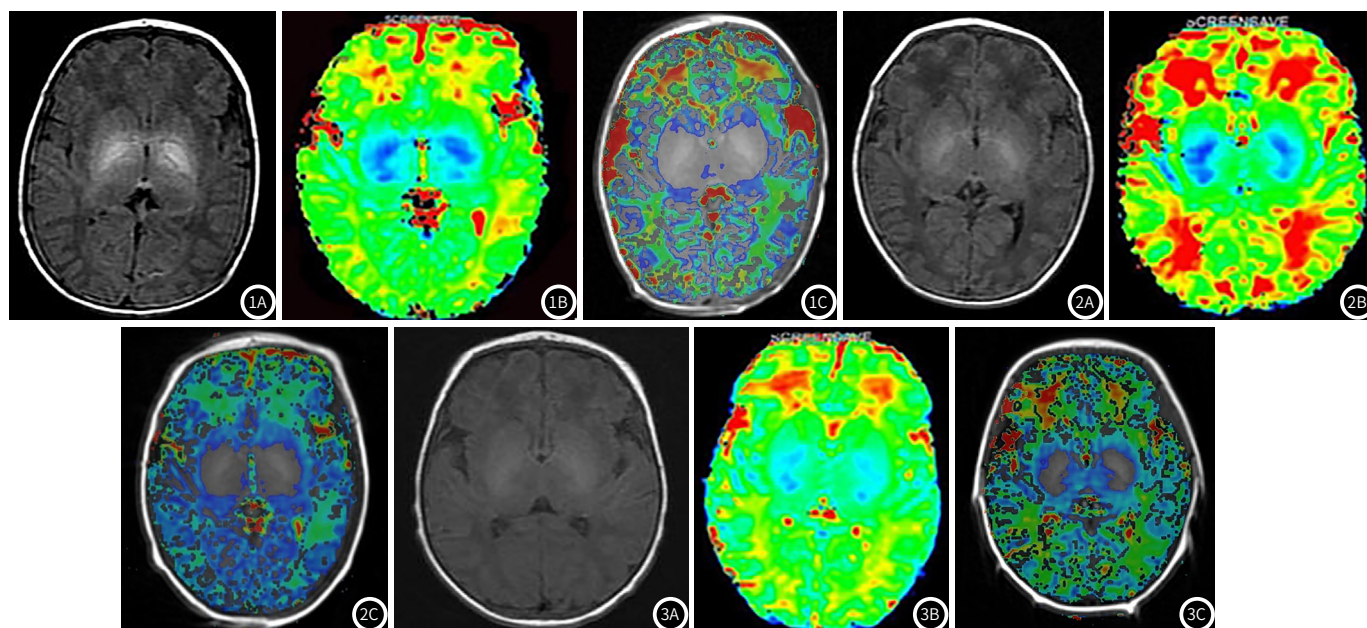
~3 依次为脑病组、高胆组及对照组新生儿的典型MRI图像, 图1A、2A及3A分别是新生儿的T₁WI、T₁ mapping伪彩图及T₁ mapping与T₁WI的融合图。图1: 胆红素脑病患儿, 女, 胎龄38周, 生后第3天出现皮肤黄染, MRI检查日龄第5天, TBil峰值571 μmol/L(检测日龄第4天)。T₁WI像双侧苍白球呈对称性高信号; T₁ mapping伪彩图可见双侧苍白球深度蓝染; 在融合图中3次勾画苍白球, 其T₁均值为842.581ms。图2: 高胆红素血症患儿, 男, 胎龄40周+4天, MRI检查日龄第7天, TBil峰值327.6 μmol/L(检测日龄第6天)。T₁WI像双侧苍白球呈对称性稍高信号; T₁ mapping伪彩图可见双侧苍白球中度蓝染; 在融合图中3次勾画苍白球, 其T₁均值为974.891ms。图3: 生理性黄疸新生儿, 女, 胎龄39周+1天, MRI检查日龄第9天, TBil峰值87.5 μmol/L(检测日龄第7天)。T₁WI像双侧苍白球呈等信号; T₁ mapping伪彩图可见双侧苍白球轻度蓝染; 在融合图中3次勾画苍白球, 其T₁均值为1078.472ms。
